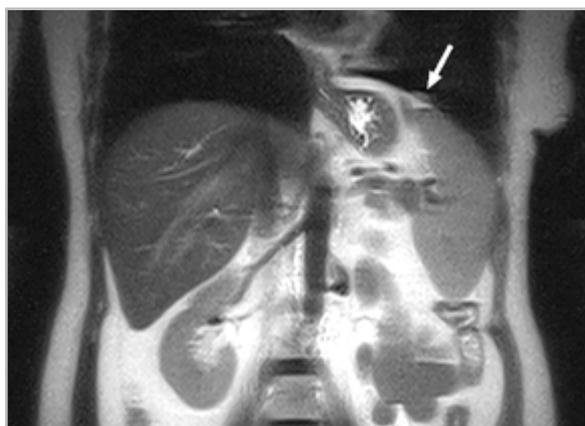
Корональная магнитно-резонансная томограмма, взвешенная по T1, на уровне абдоминального отдела аорты. Стрелкой обозначен опухолевый узел, расположенный по ходу диафрагмальной плевры слева
